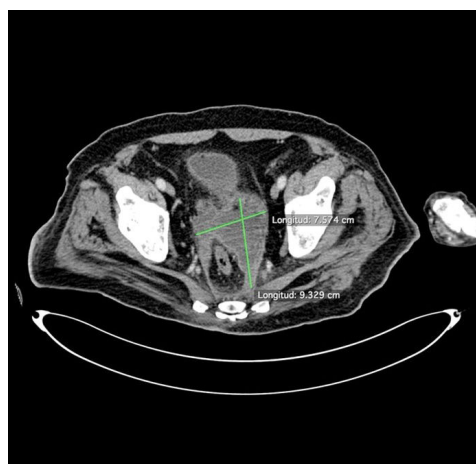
TC de abdomen y pelvis a los 41 días posterior a ingreso.
